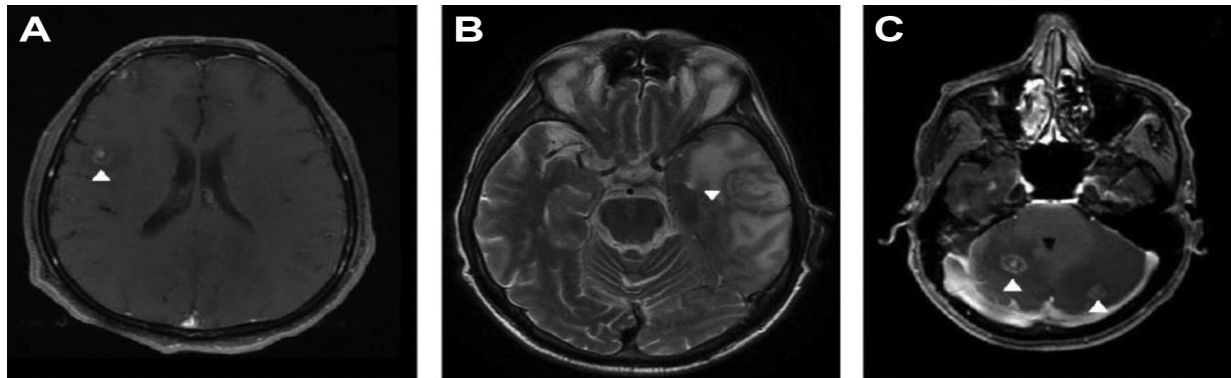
Imagerie par résonance magnétique (IRM) de patients infectés par le VIH et atteints de toxoplasmose cérébrale. L'imagerie pondérée en T1 montre une lésion cérébrale rehaussée par des anneaux avec un petit nodule asymétrique rehaussé le long de la paroi de la lésion (le "signe de la cible excentrique" ; A). L'imagerie pondérée en T2 montre une lésion avec des zones concentriques alternées d'hypo- et d'hyperintensification (le "signe de la cible concentrique" ; B). L'imagerie pondérée en T1 montre une lésion cérébrale en anneau avec un petit nodule central rehaussé (le "signe de la cible" ; C). Les flèches indiquent les anomalies.
